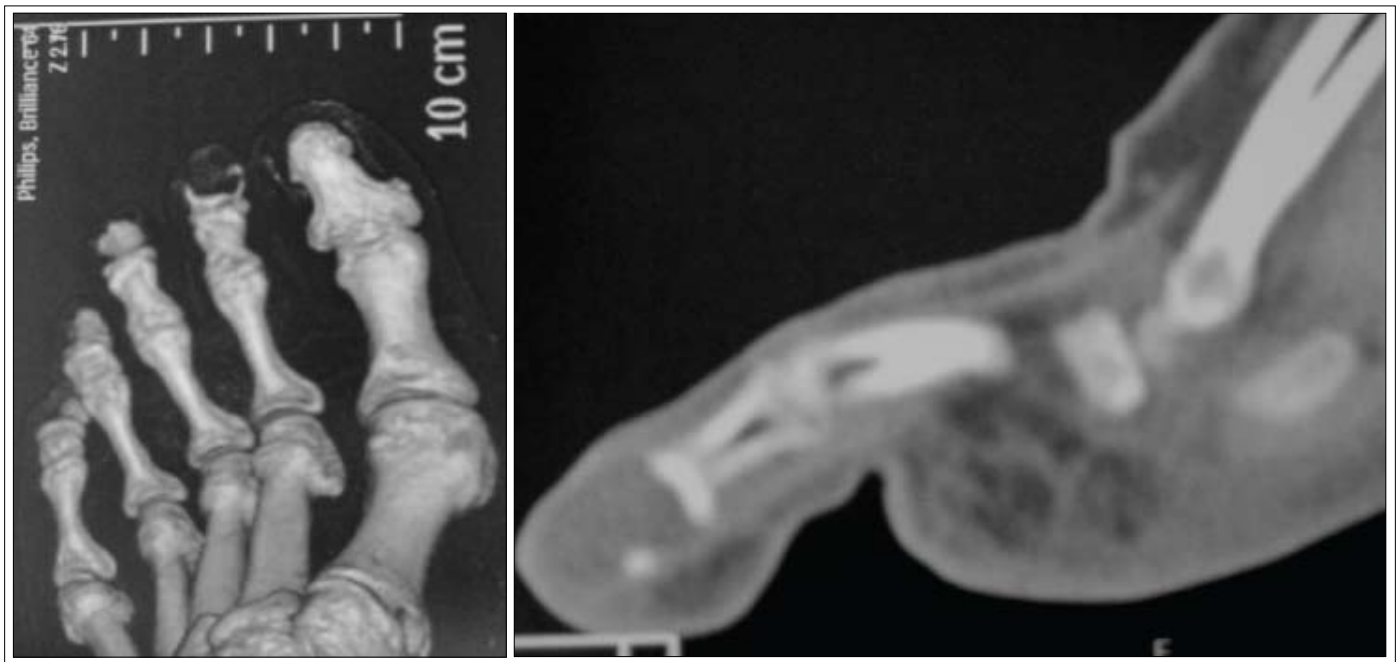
Tomografia computadorizada mostrando lesão expansiva radioluscente com descontinuidade das corticais.
